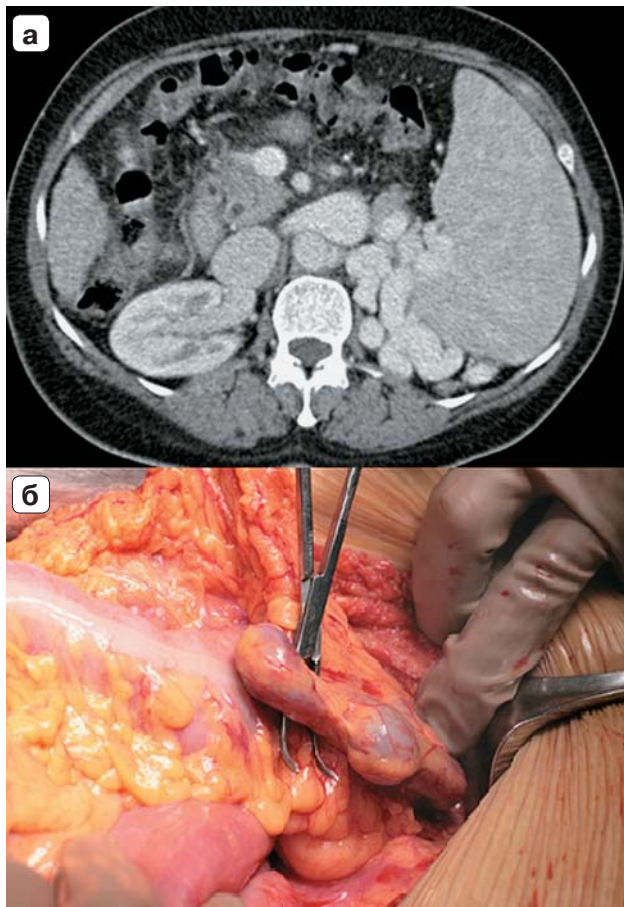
Выраженный спонтанный спленоренальный шунт. а – компьютерная томограмма; б – интраоперационное фото.
